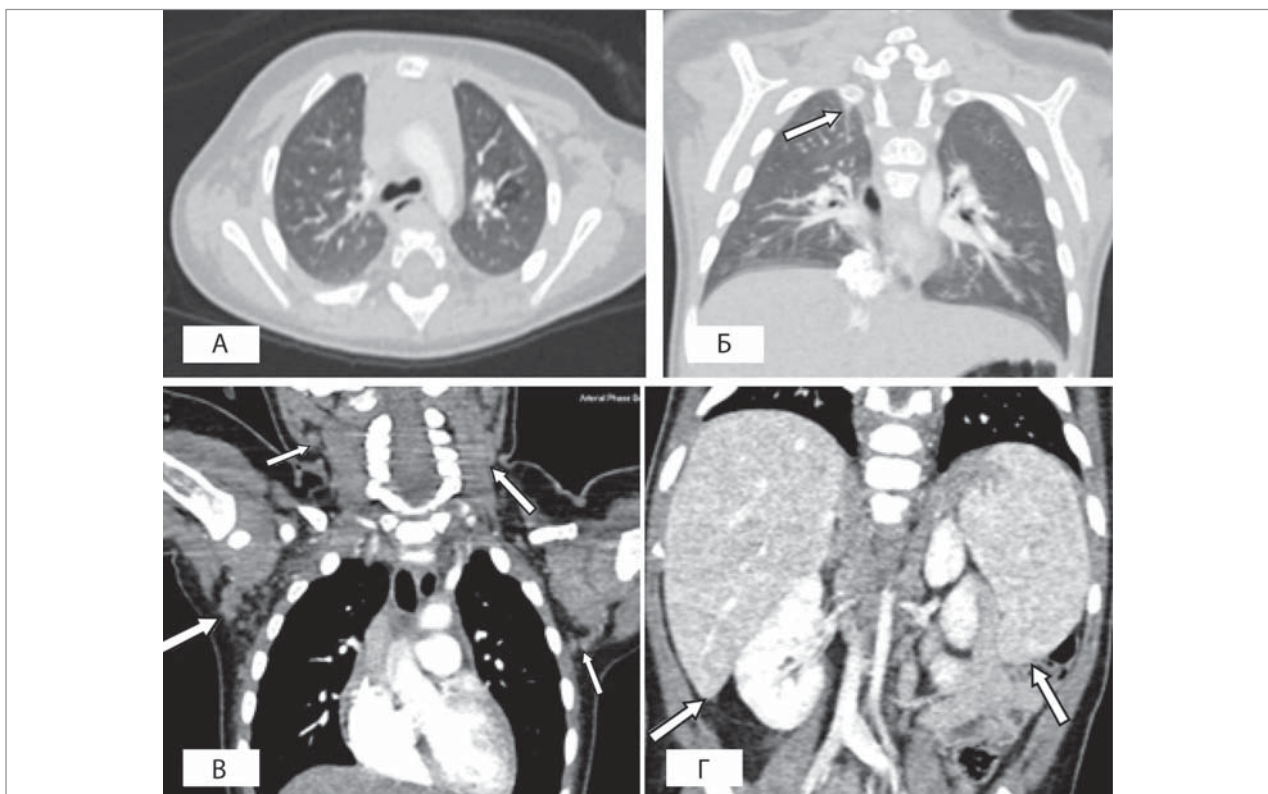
Комп'ютерна томографія у пацієнта №2: а-б — регресія інфільтративно-специфічних змін у паренхімі легень; в — зменшення розмірів шийних та аксиллярних лімфатичних вузлів; г — регресія гепатолієнального синдрому (на тлі 3-місячного вживання іматинібу)
